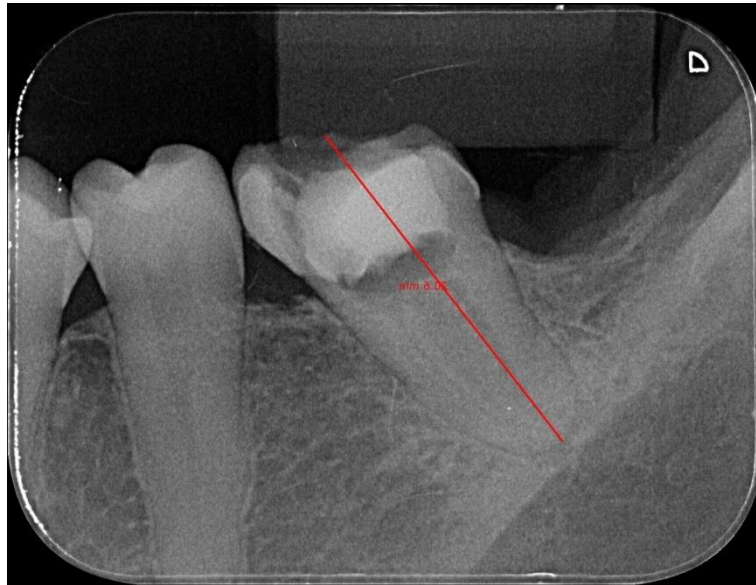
Radiografia do comprimento aparente do Dente (CAD), no comprimento de 20,5 milímetros
